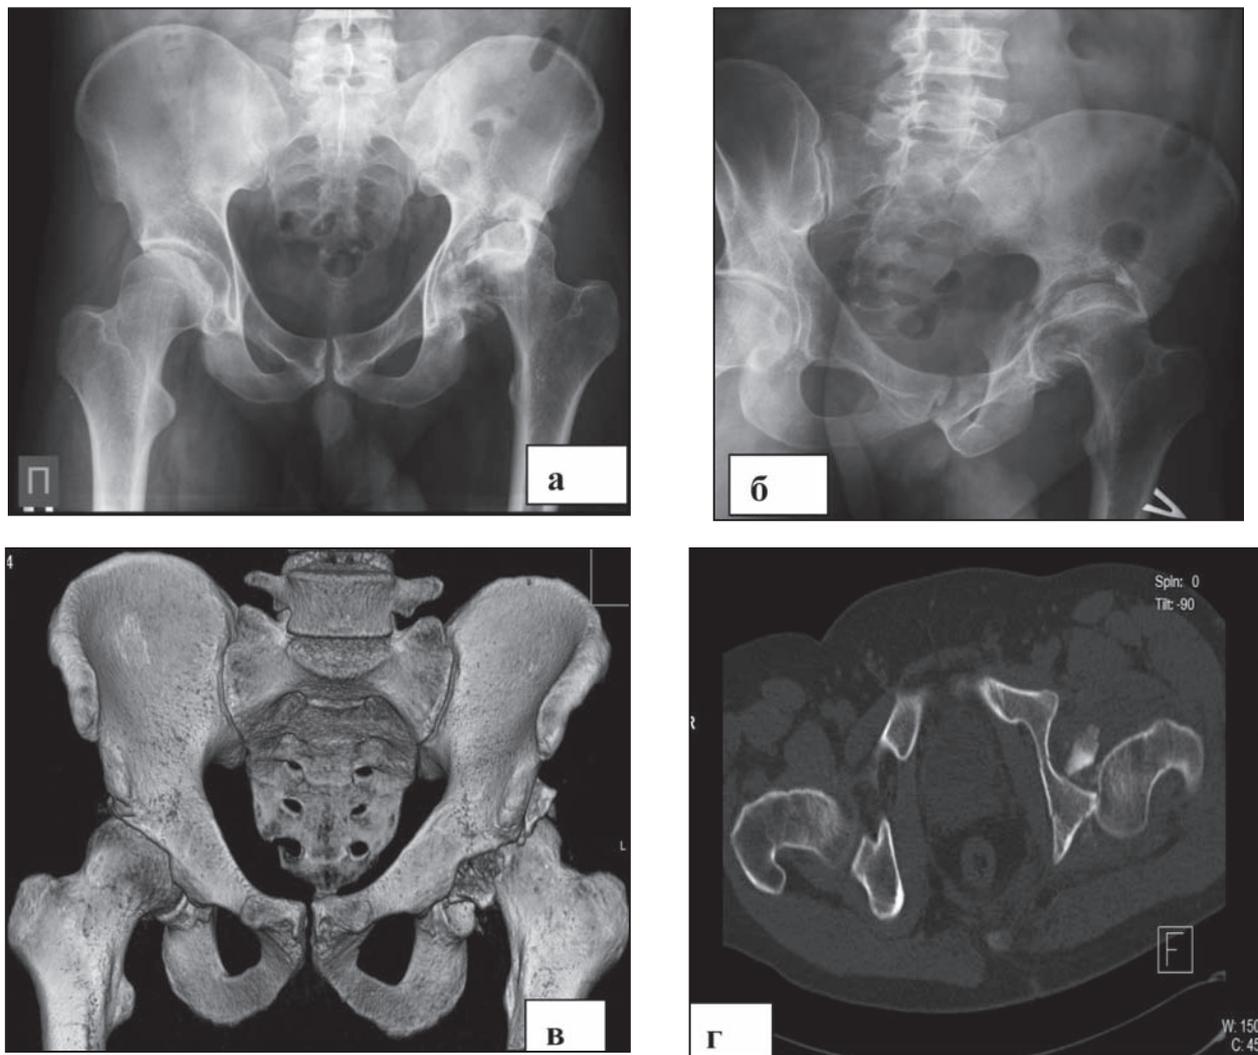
Рентгенограмма таза в прямой (а) и косой (б) проекциях и МСКТ таза с использованием 3-D реконструкции (в). Определяются трансвертлужный многооскольчатый перелом задней колонны левой вертлужной впадины с задним вывихом бедра, оскольчатый перелом головки левой бедренной кости с внутрисуставным смещением фрагментов
